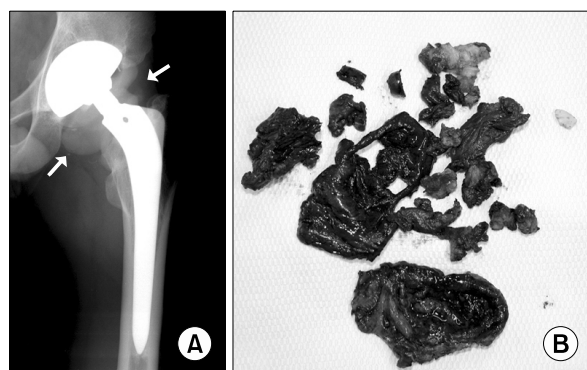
(A) A radiograph immediately before the left hip re-revision surgery shows the bubble sign around the left hip that indicates severe metallosis. (B) A photograph during the re-revision THA reveals fragmented ceramic particles in the black tissue, indicating metallosis.
